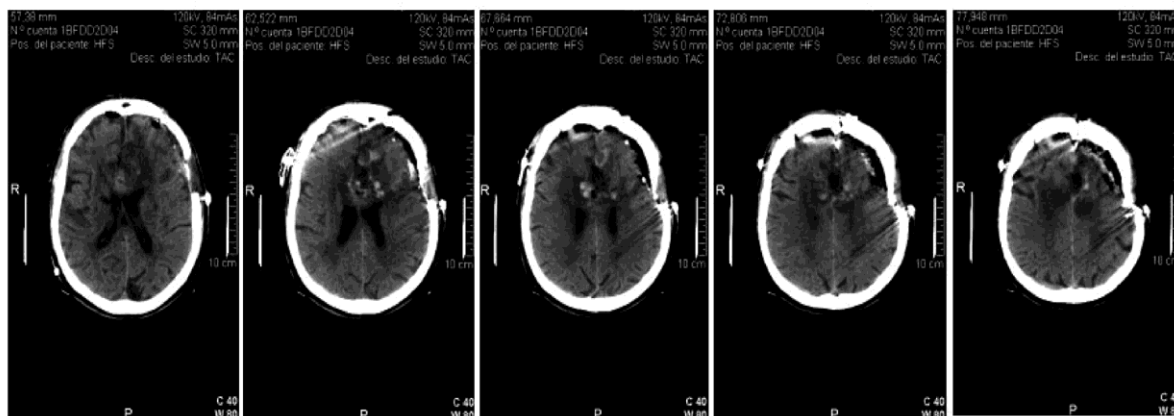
Tomografía Axial Computerizada del paciente JCF después de la última intervención quirúrgica (18 Septiembre 2008)
